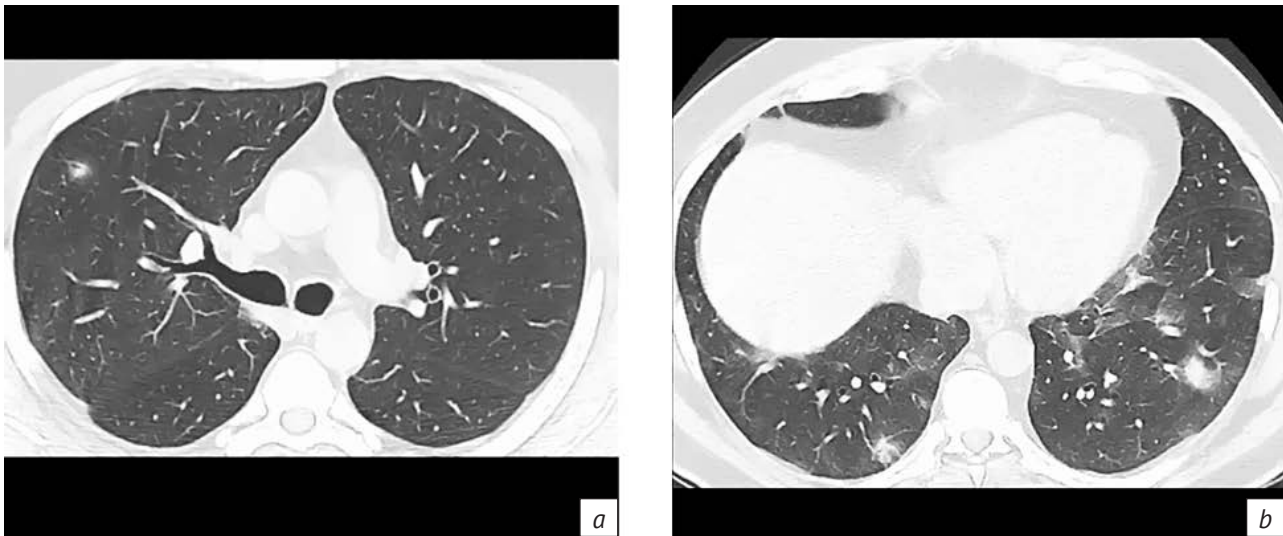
КТ ОГК пациента при обращении от 06.04.20 г., КТ-картина вирусной пневмонии (в том числе COVID-19), высокая вероятность:
